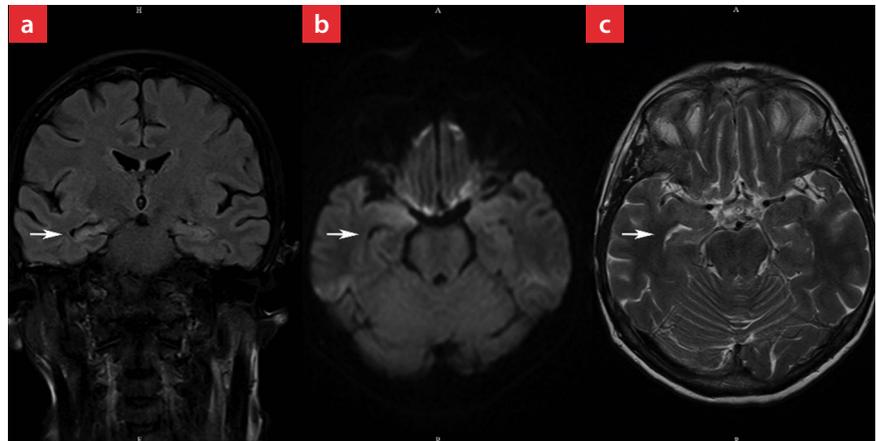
MRT des Schädels vom 27. September 2021. a: FLAIR koronar. b: Diffusionswichtung transversal. c: T2-Wichtung transversal. Die Pfeile zeigen auf den rechten Hippocampus, auf dem in Abb. 1 sowohl die Diffusionswichtung als auch FLAIR eine Läsion gezeigt hatten. Aktuell ist hier keine relevante Signalalteration mehr nachweisbar.
